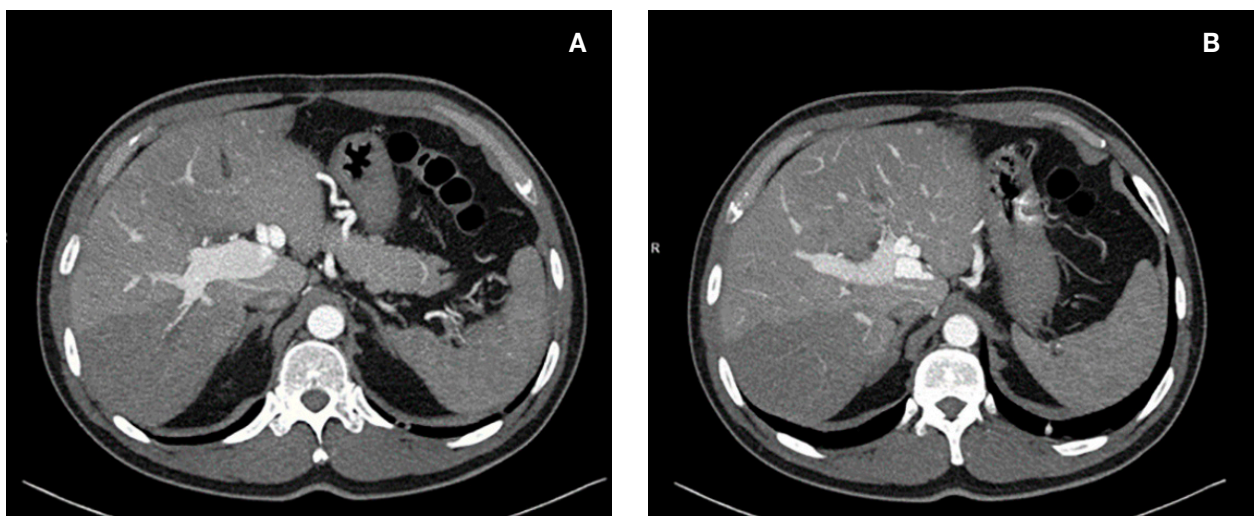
Tomografía en fase arterial tardía reconstrucción MIP, en la imagen A se observa área de shunt arterioportal intrahe- pática y formaciones saculares pseudoaneurismáticas en la imagen B.
